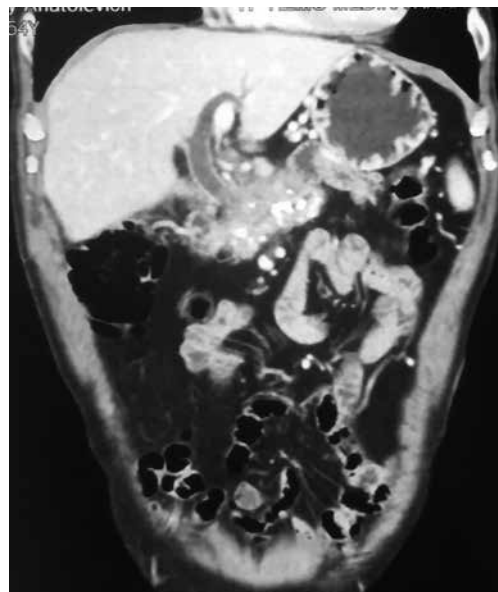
Мультidetекторна комп'ютерна томографія. Ознаки портальної гіпертензії з наявністю венозних колатералей
